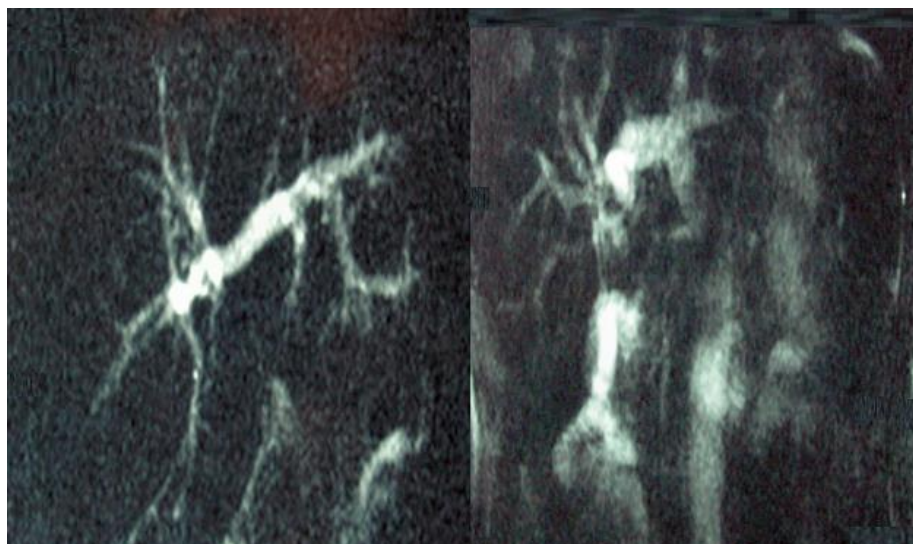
Colangiografia prin Rezonanță Magnetică Nucleară
